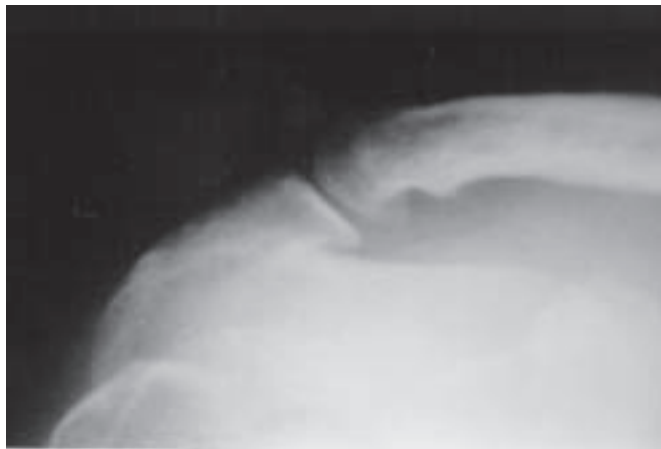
Radiografia caudocranial 20°, ombro direito, mostrando osteófitos inferiores na articulação acromioclavicular (posição 4)
